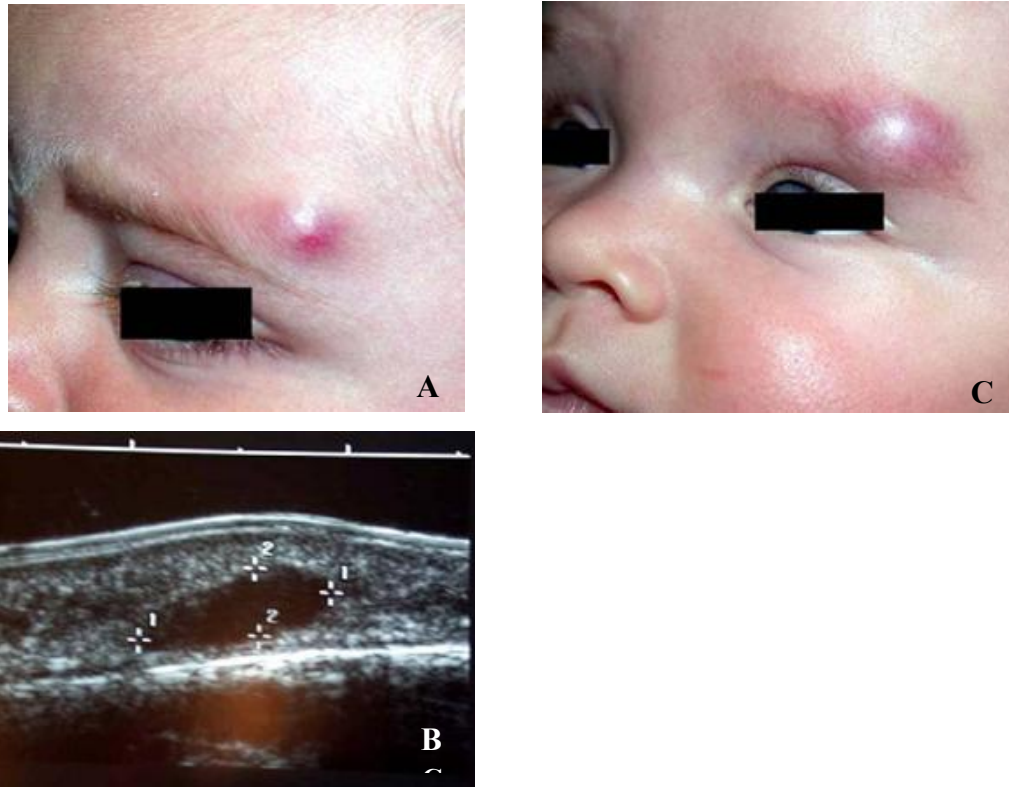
A: kyste dermoïde ; B : aspect échographique. C : Hémangiome immature
